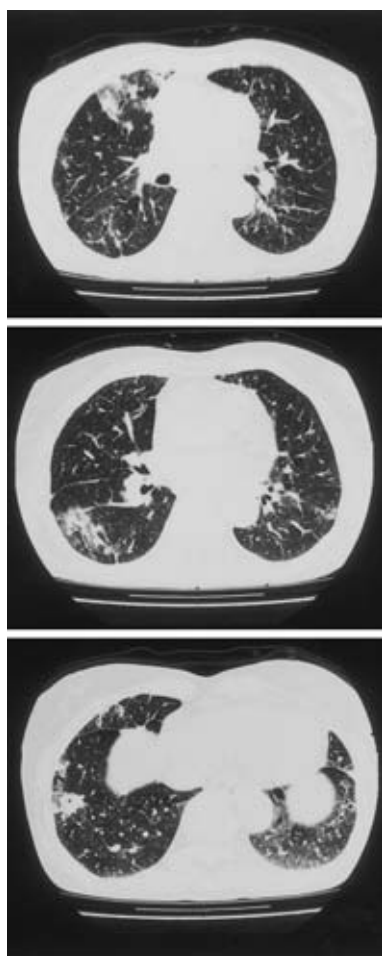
Chest HRCT on October 2005, showed bilateral patchy consolidations with air-bronchogram and ground-glass opacities, predominant in the right lower lung field.
